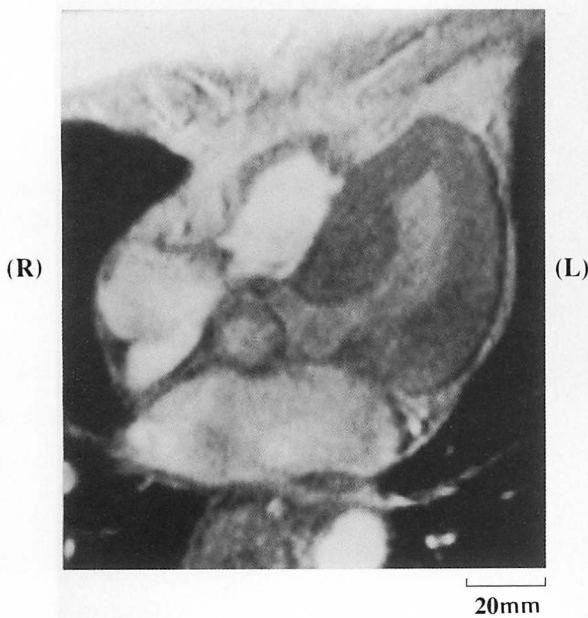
Magnetic resonance image of the heart
